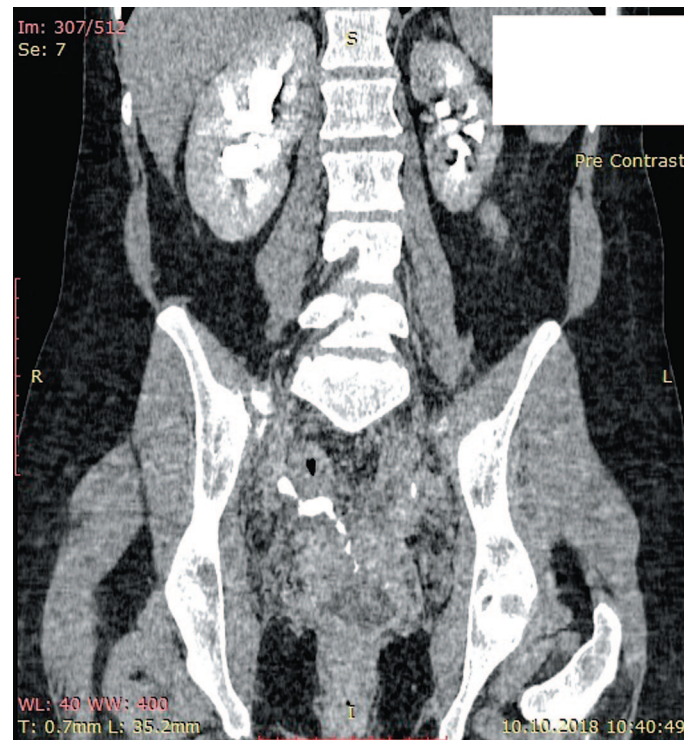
Экскреторная фаза компьютерной томографии больной Ч., 38 лет (фронтальная проекция). Визуализируется мочеточниково-влагалищный свищ
